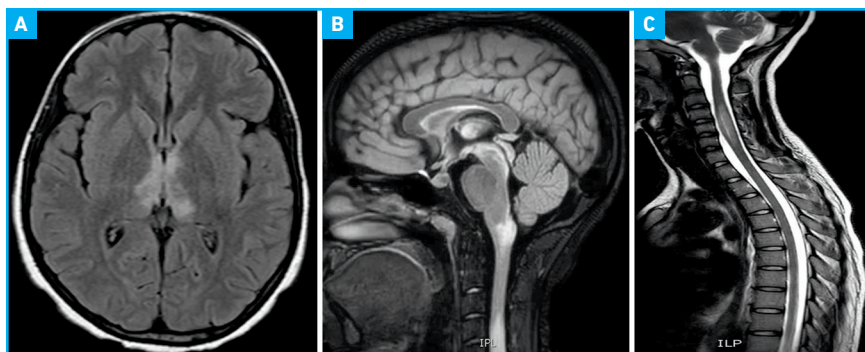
IRM initiale d'une fille de 14 ans ayant présenté un tableau de vomissements et hoquets incoercibles avec installation d'une tétraplégie subaiguë avec présence d'anticorps anti-AQP4 + montrant des lésions thalamiques, du pourtour du 3^e ventricule (coupe axiale Flair A, coupe sagittale Flair B), *area postrema* (B) et une lésion médullaire extensive de plus de 3 vertèbres (coupe sagittale T2, C).
